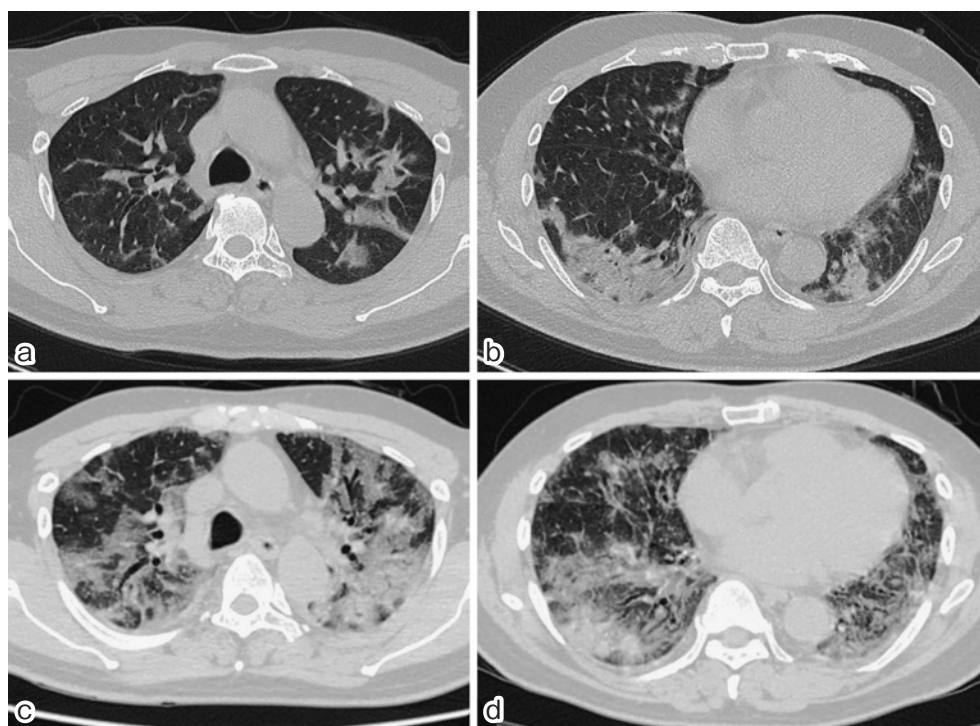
CT scan at the time of diagnosis showed bilateral ground-glass opacities (1-a, b).
